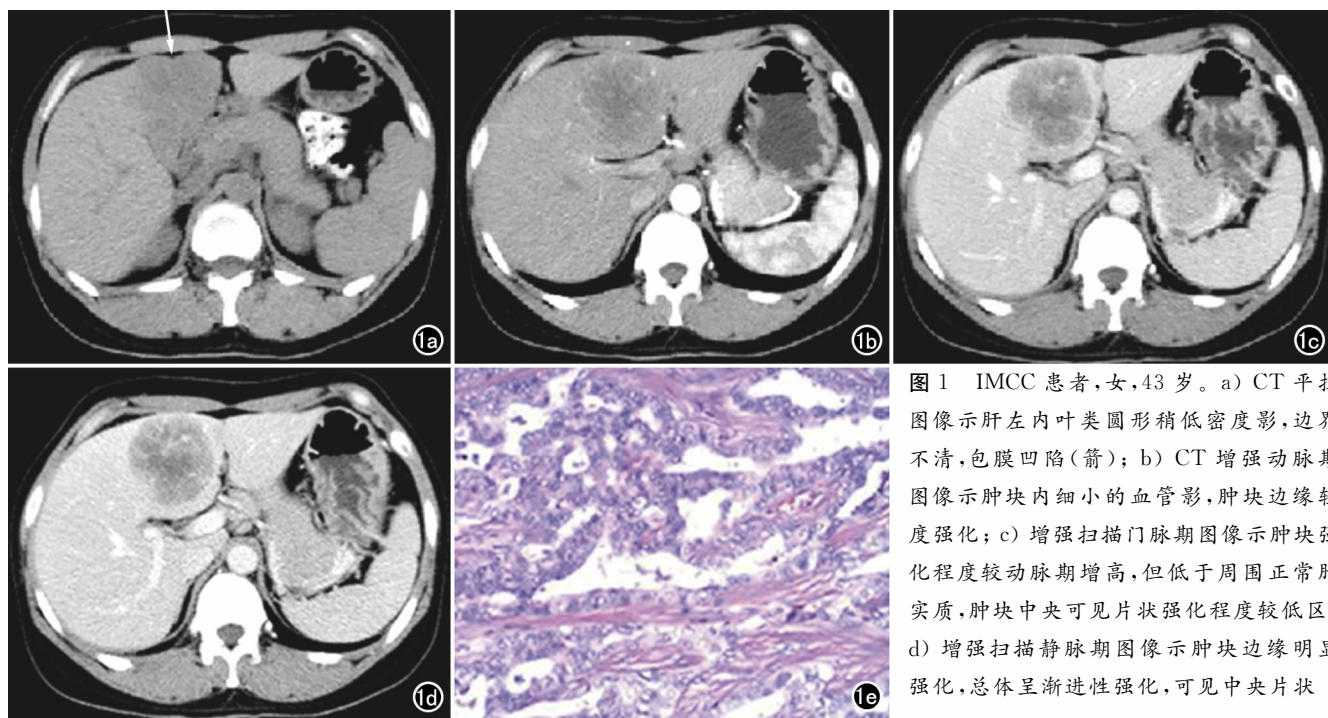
IMCC 患者,女,43 岁。a) CT 平扫图像示肝左内叶类圆形稍低密度影,边界不清,包膜凹陷(箭);b) CT 增强动脉期图像示肿块内细小的血管影,肿块边缘轻度强化;c) 增强扫描门脉期图像示肿块强化程度较动脉期增高,但低于周围正常肝实质,肿块中央可见片状强化程度较低区;d) 增强扫描静脉期图像示肿块边缘明显强化,总体呈渐进性强化,可见中央片状
